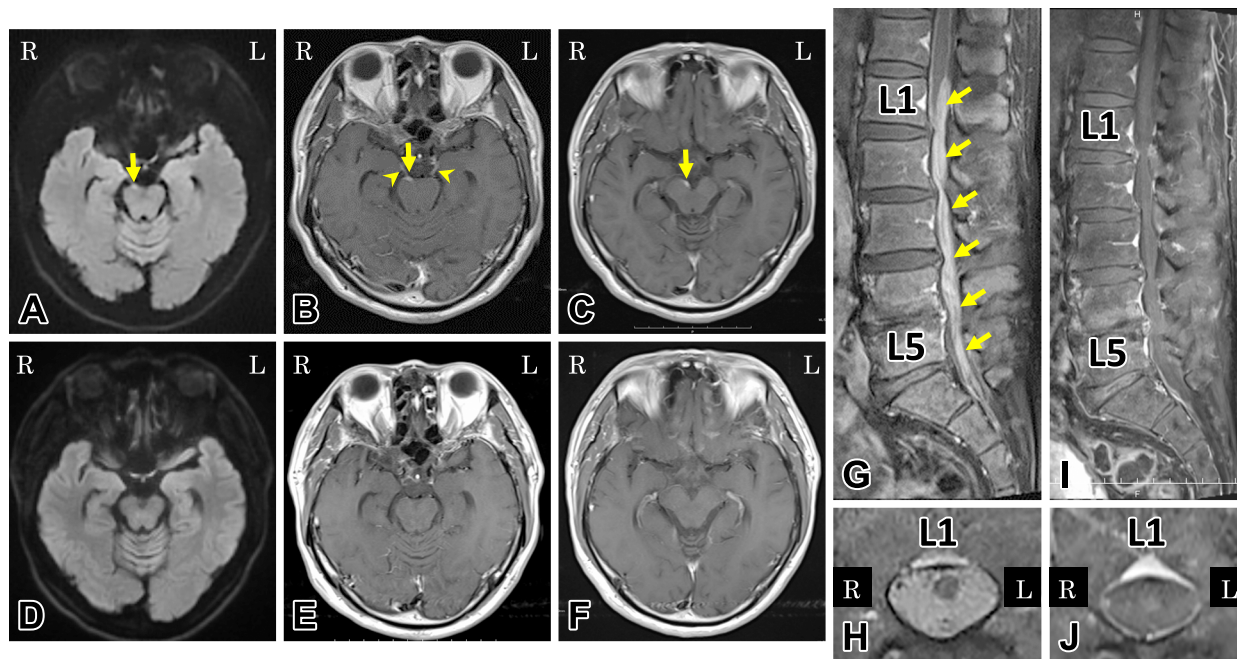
Brain and lumbar MRI obtained on admission (A, B, C, G and H) and after the chemotherapy (D, E, F, I and J).
